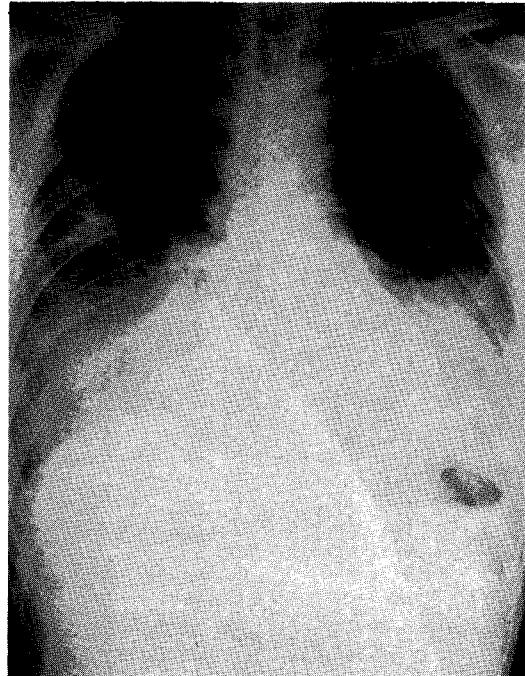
On admission, chest X-ray showed bilateral lobar pneumonic infiltrations on both lower lung fields.
